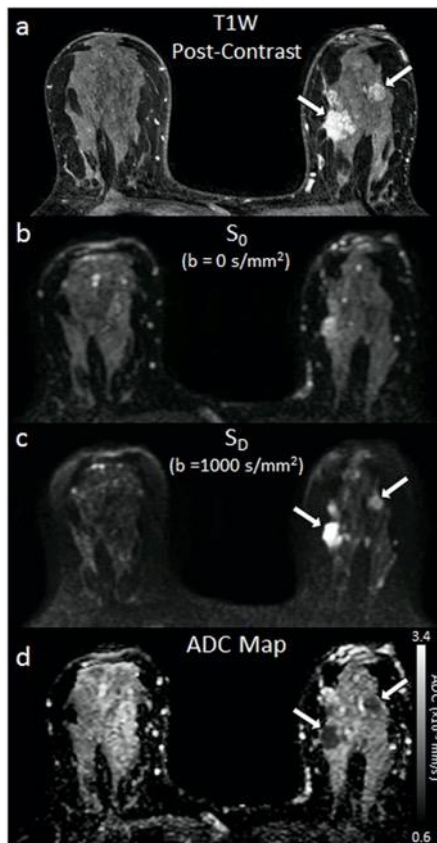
EJEMPLO DE IMÁGENES DE RM CON DWI
